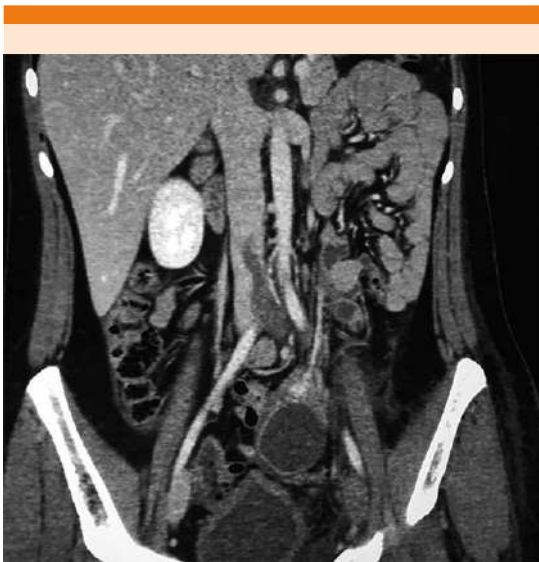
Tomografía computada contrastada abdomino-pélvica con imagen hipodensa en la vena cava inferior y vena ílica común izquierda.
